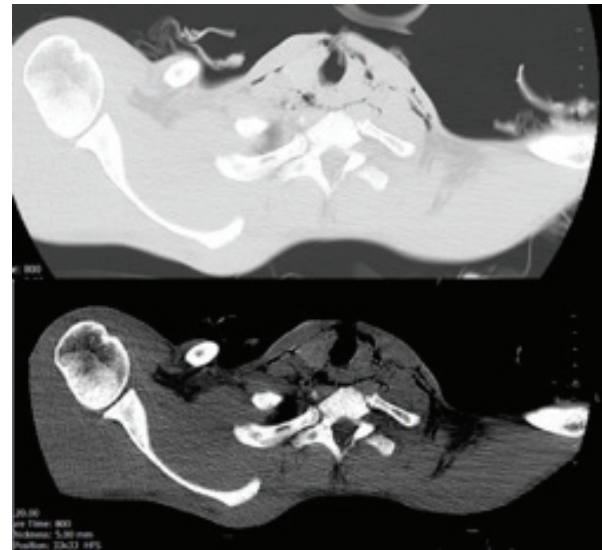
Thorax CT scans
